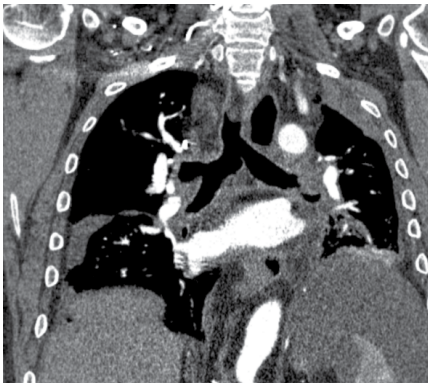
КТ-скан центрального рака верхней доли левого легкого с инвазией в легочную артерию
